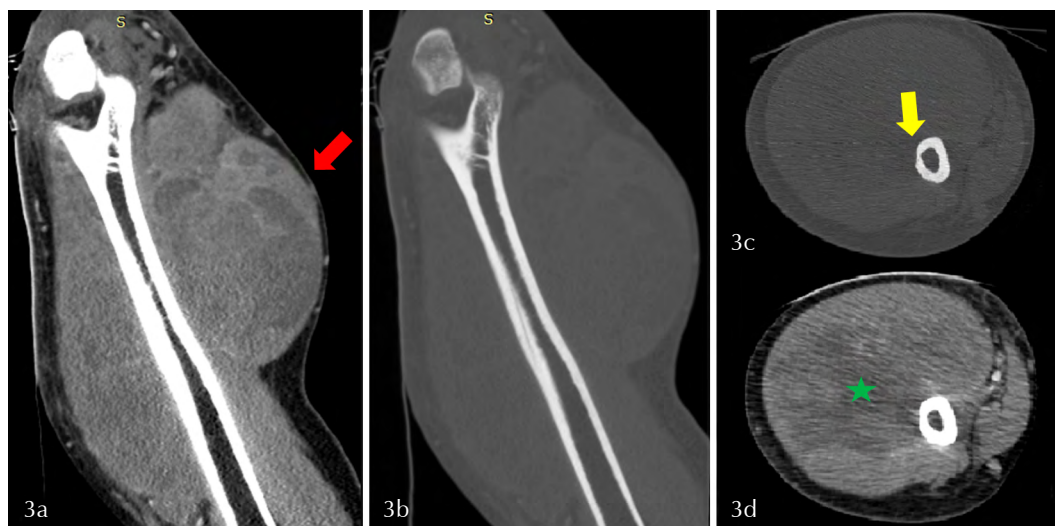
Tomografía computada. a) Corte sagital del brazo derecho en ventana de partes blandas. Se observa tumoración de realce heterogéneo que infiltra los planos musculares (Flecha roja). b) Corte sagital del brazo en ventana ósea. Donde se observa la íntima relación de la tumoración con el humero. c) Corte axial del brazo en ventana ósea. Se identifica remodelación de la cortical externa del humero (Flecha amarilla). d) Corte axial del brazo en ventana de partes blandas, se identifica tumoración de realce heterogéneo que rodea el humero (Estrella verde).
